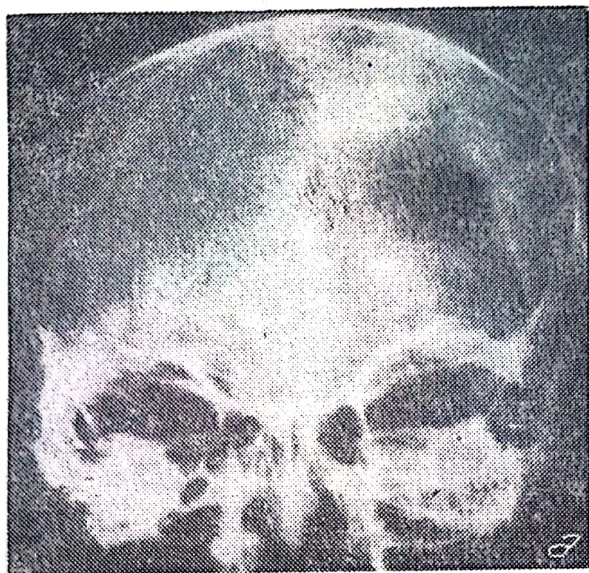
Radiografie craniană simplă: se observă corpi străini intracranieni (alice) și o zonă de eschilectomie parietală stângă, într-un caz de abces cerebral dezvoltat în această regiune: a — imagine de față; b — imagine de profil.
